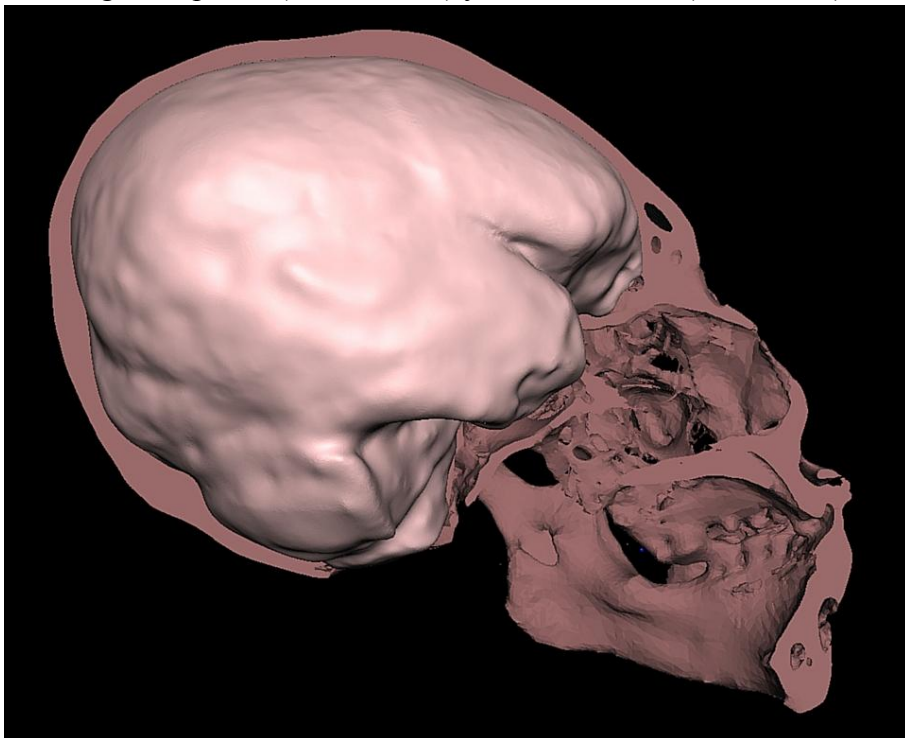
Endocasto craneal digital de TC 3D que muestra lóbulos frontales relativamente pequeños ajustados en el corte sagital del cráneo.
